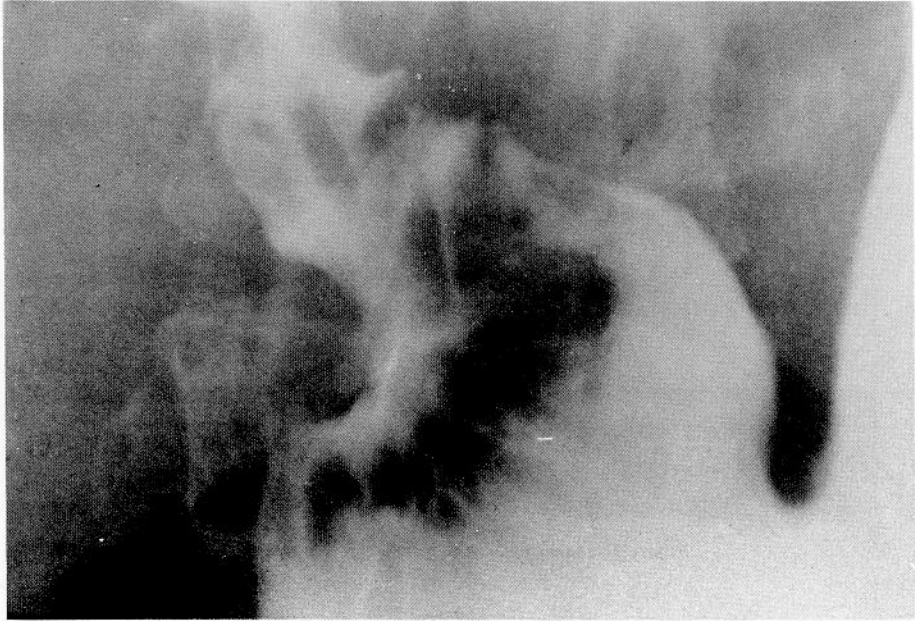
Radiograph of gastric lesion 図3a 胃の病変のX線像
